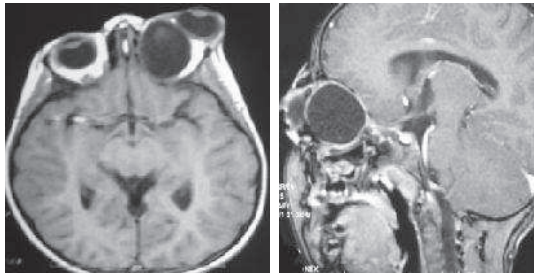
IRM coupe axiale et sagittale en T1 montrant le kyste hydatique intra orbitaire
